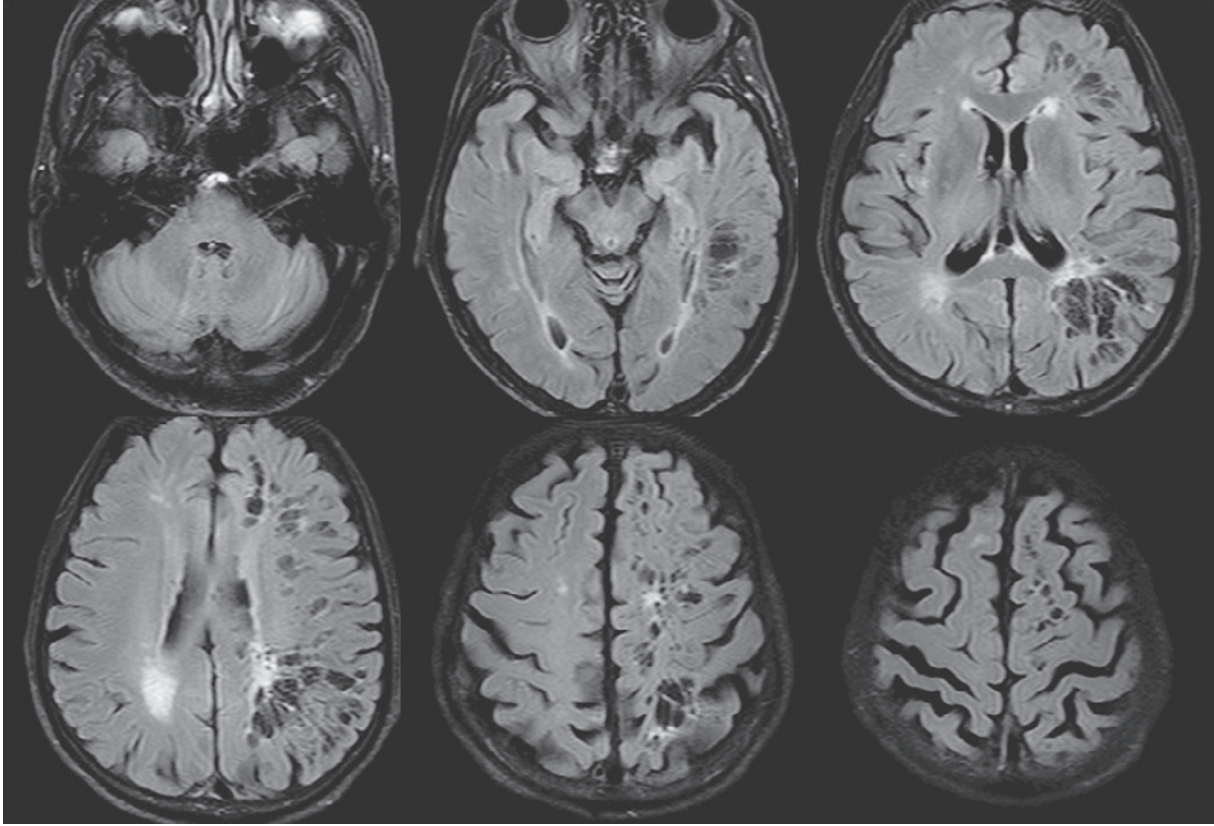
Brain MRI (fluid attenuated inversion recovery image, Axial, TR 8,000ms, TE 125ms). There were multiple cystic lesions along medullary arteries in the left hemisphere and some of them had adjacent hyperintense areas.
